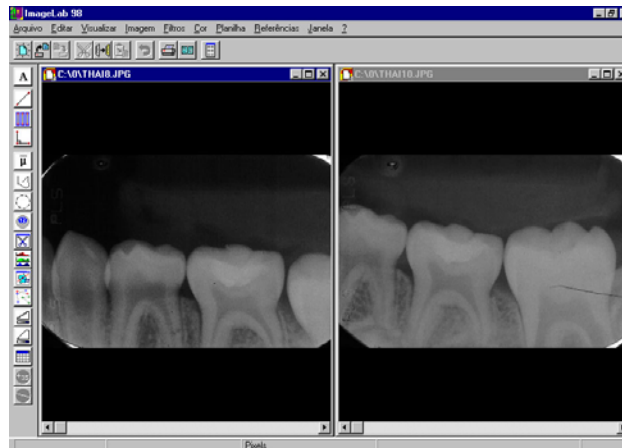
Posicionamento das radiografias imediata e mediata lado a lado, no Programa ImagemLab
